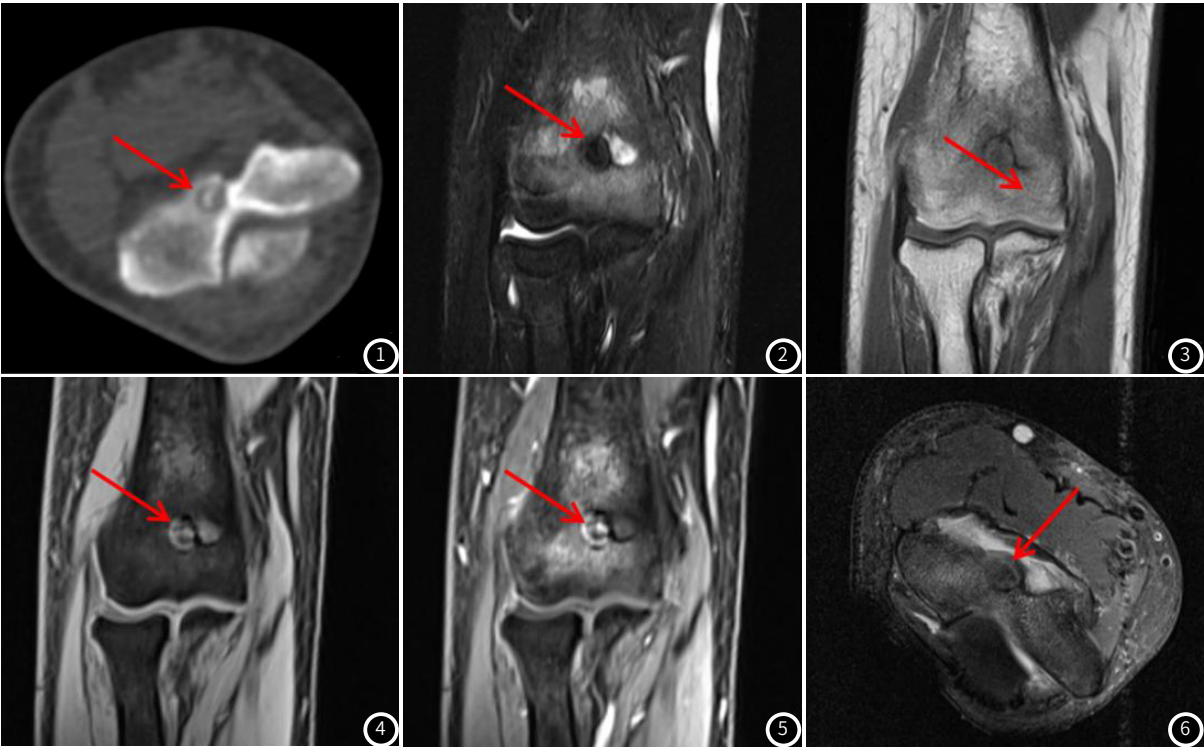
~图6 典型病例的MRI影像表现。注:男,48岁,右肱骨下段骨样骨瘤。图1:CT平扫横断位肘关节滑车面髓腔类圆形混杂“瘤巢”,病灶中心斑点状高密度,边缘光滑环形低密度影,外周见不规则片状反应性硬化带;图2:PD压脂见类圆形低信号病灶,边缘见斑片状骨髓水肿;图3:T₁WI矢状位平扫病灶边缘钙化部分见环形低信号,未钙化部分呈中等或高信号强度;图4、5:MRI增强扫描信号不均匀强化;图6:横轴位T₂WI压脂见类圆形低密度信号病灶,边缘环形稍高信号,外周斑片状骨髓水肿信号。
